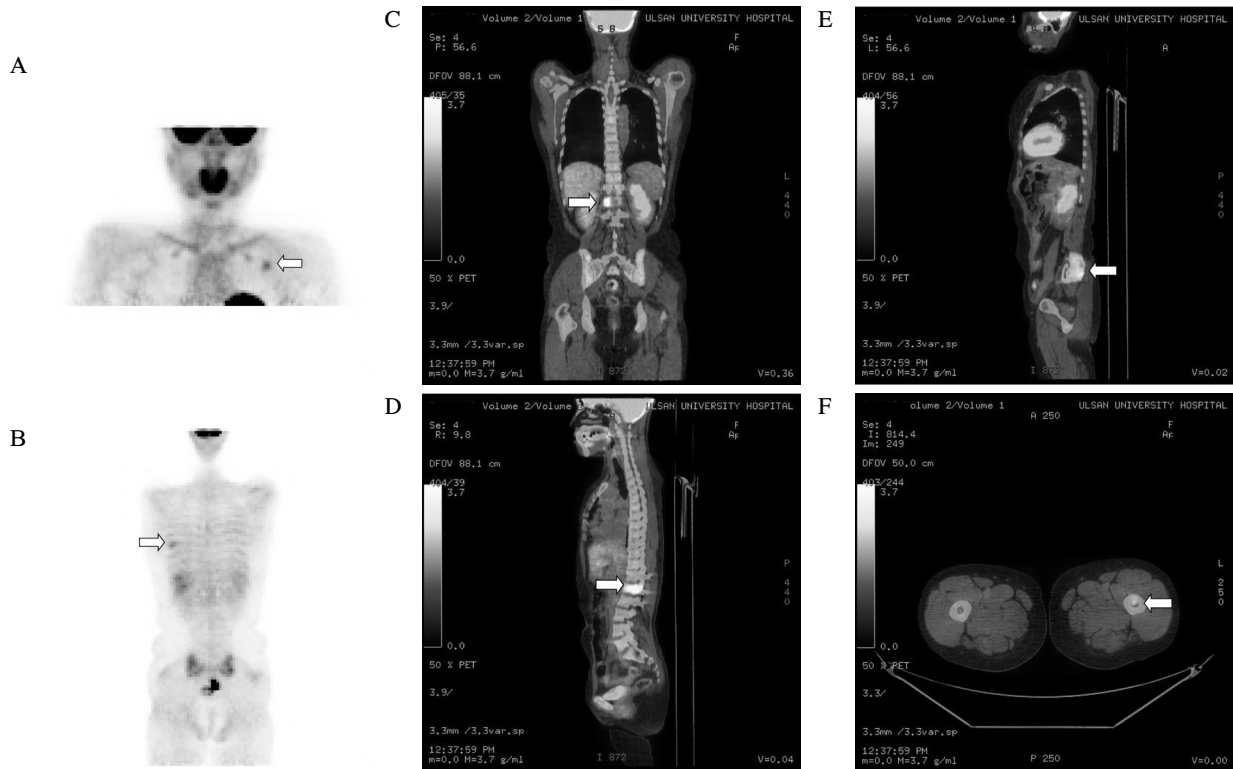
PET-CTscan shows multifocal hypermetabolic lesions on left 2nd (A) and right 7th ribs (B), right pedicle of 1st lumbar vertebra (C, D), left iliac bone (E) and left femur shaft (F).
